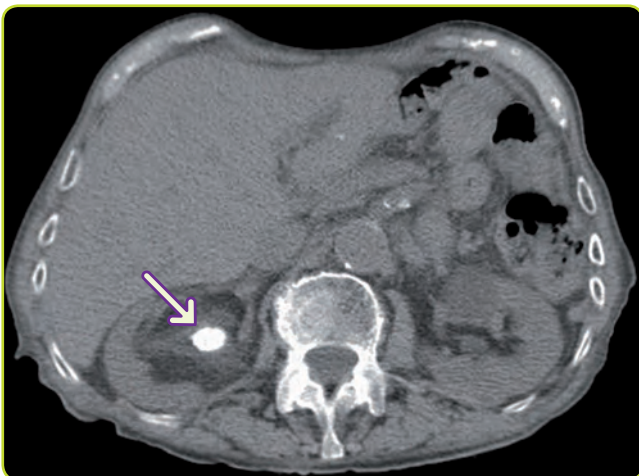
TC. Litiasis renal derecha, que es visible sin necesidad de administración de contraste.
